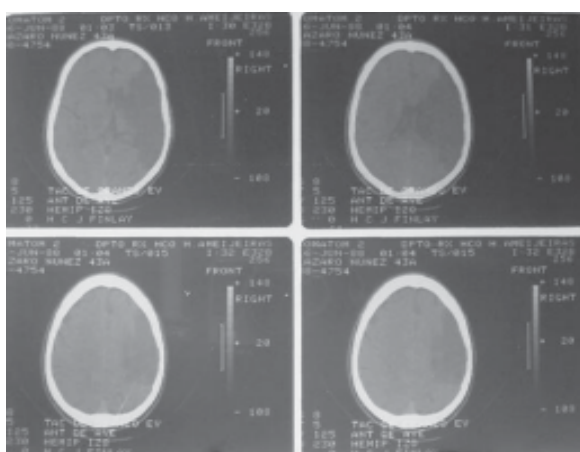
Tomografía contrastada de cráneo. Extensa imagen hipodensa de bordes bien delimitados, en la región de la cerebral media derecha. No hay desplazamiento de las estructuras de la línea media. ID infarto izquímico.
